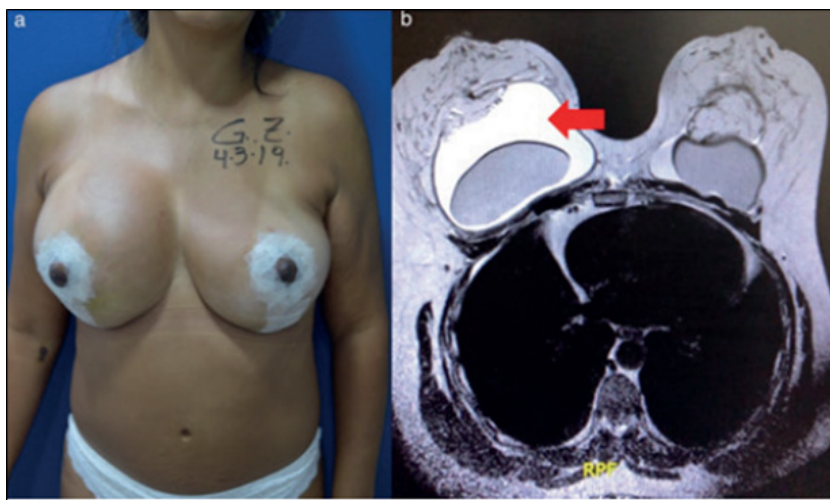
A Postoperatorio (12 días) Aumento del tamaño de la mama derecha. B Imagen Resonancia Magnética (IRM) con líquido peri protésico mama derecha (flecha)
